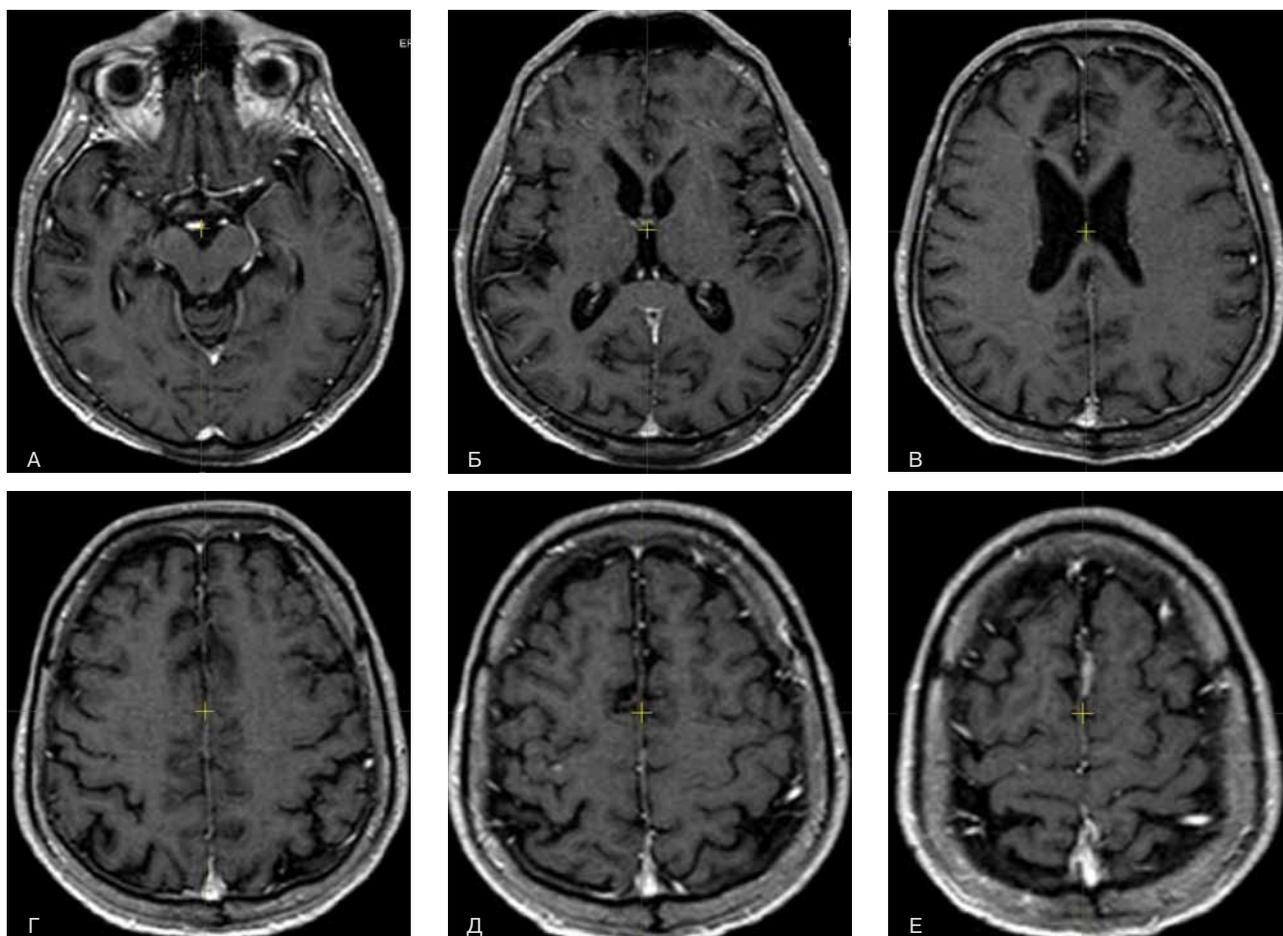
Контрольная МРТ головного мозга с контрастным усилением от марта 2021 г., без признаков прогрессирования, и отмечено уменьшение ранее выявленных и пролеченных метастазов в головной мозг.
